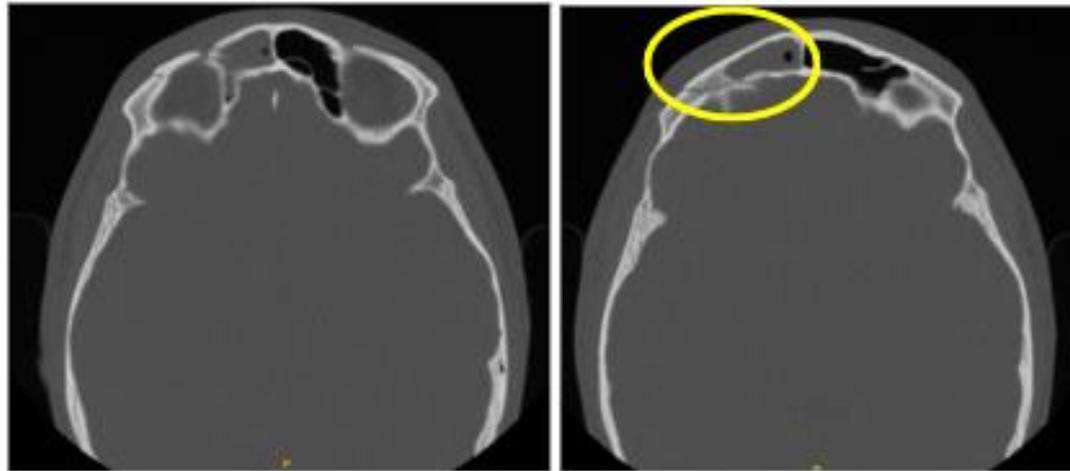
TC de senos paranasales muestra fractura de la pared posterior del seno frontal derecho con ocupación del mismo.
